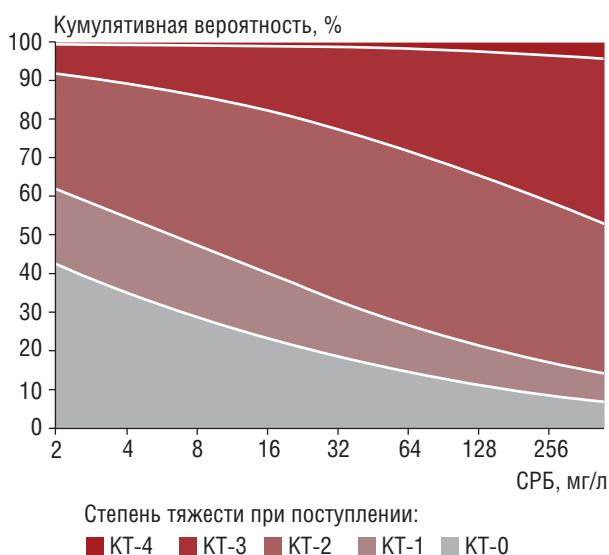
Степень поражения легочной ткани при первичном КТ-исследовании (1-й день поступления) в зависимости от уровня С-реактивного белка (\log_2 -трансформированная шкала)
